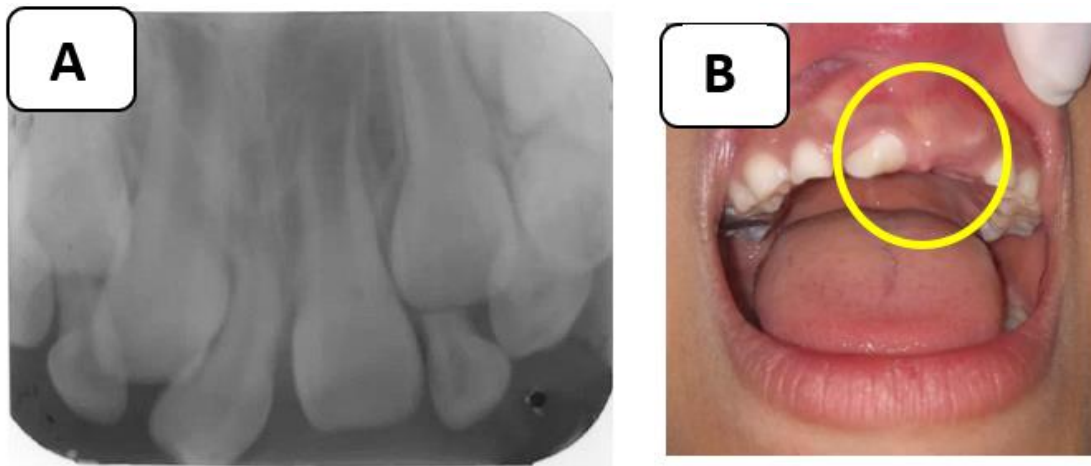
Radiografía periapical donde se observa al mesiodens impidiendo la correcta erupción del OD 11 (A). Aspecto clínico de mesiodens erupcionado; en vía de erupción de OD 21 (B).
